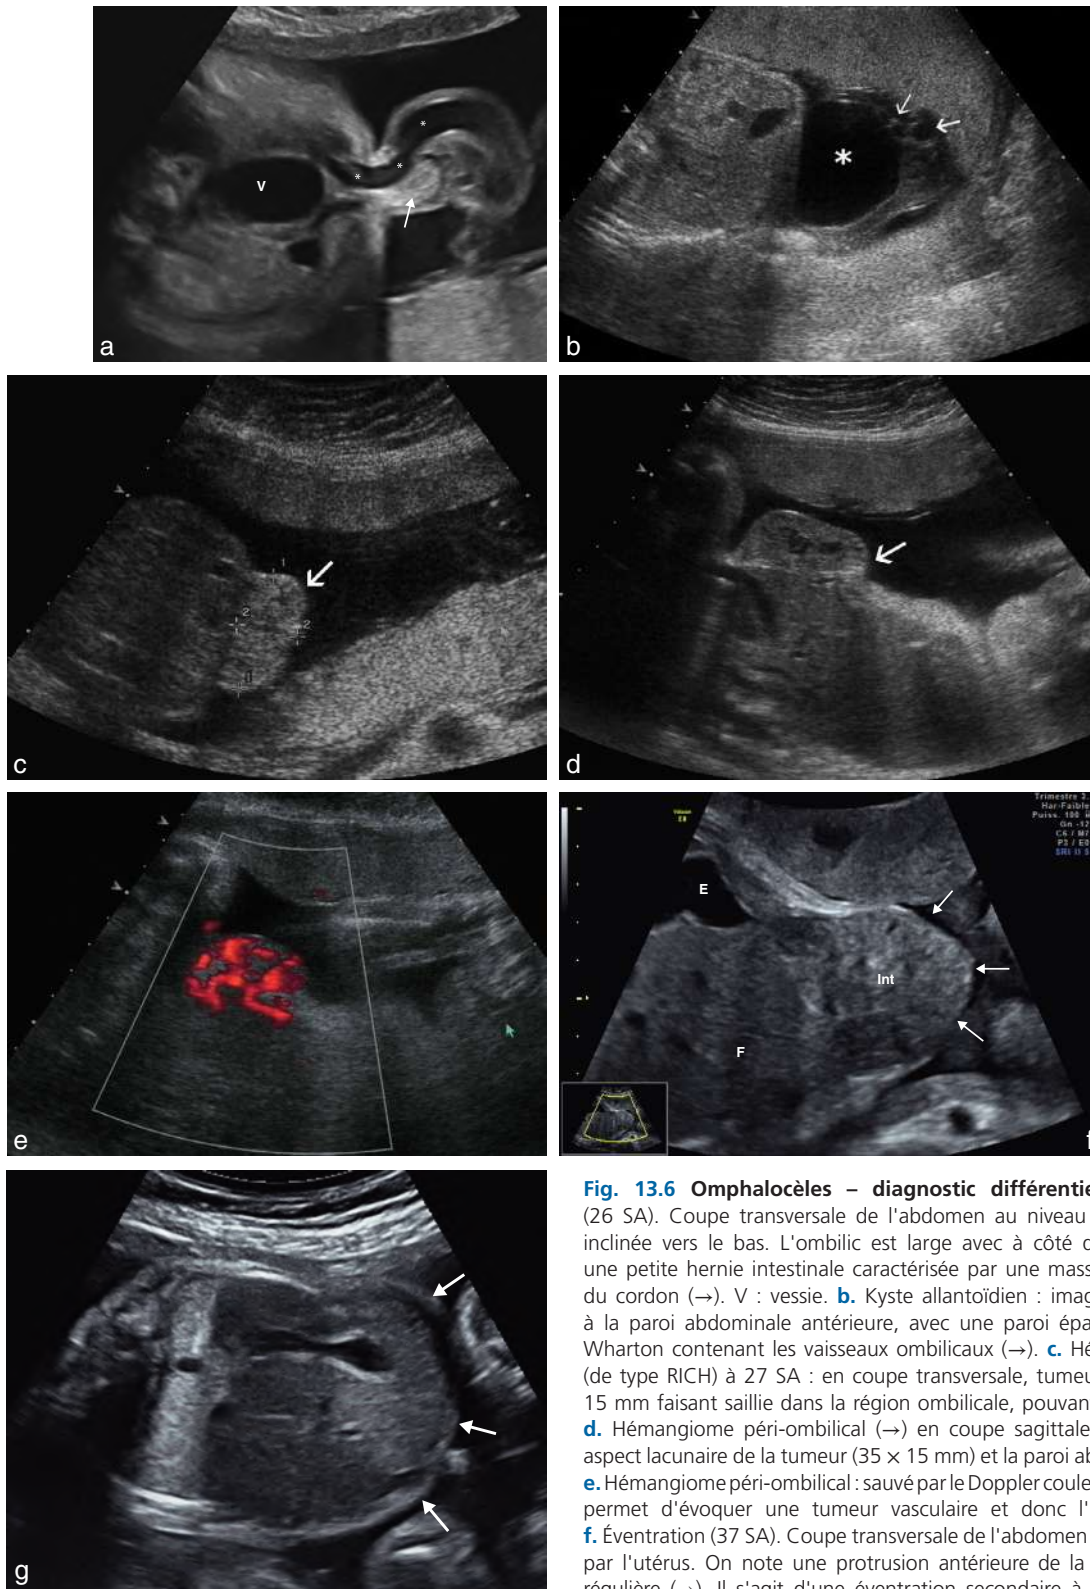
Omphalocèles – diagnostic différentiel. a. Hernie ombilicale (26 SA). Coupe transversale de l'abdomen au niveau de l'ombilic, légèrement inclinée vers le bas. L'ombilic est large avec à côté de la veine ombilicale (*) une petite hernie intestinale caractérisée par une masse échogène dans le pied du cordon (→). V : vessie. b. Kyste allantoïdien : image liquidienne (*) accolée à la paroi abdominale antérieure, avec une paroi épaisse formée de gelée de Wharton contenant les vaisseaux ombilicaux (→). c. Hémangiome péri-ombilical (de type RICH) à 27 SA : en coupe transversale, tumeur échogène (→) de 25 x 15 mm faisant saillie dans la région ombilicale, pouvant évoquer une célosomie. d. Hémangiome péri-ombilical (→) en coupe sagittale, même fœtus qu'en c : aspect lacunaire de la tumeur (35 x 15 mm) et la paroi abdominale semble intacte. e. Hémangiome péri-ombilical : sauvé par le Doppler couleur ! L'hypervascolarisation permet d'évoquer une tumeur vasculaire et donc l'hémangiome congénital. f. Événtration (37 SA). Coupe transversale de l'abdomen fœtal. Celui-ci est modelé par l'utérus. On note une protrusion antérieure de la paroi abdominale fine et régulière (→). Il s'agit d'une événtration secondaire à un gros kyste abdominal persistant au début du 2^e trimestre (sans diagnostic étiologique précis) et affaissé par ponction vers 18 SA. Un défaut de développement musculo-aponévrotique abdominal n'a pas pu être évité. E : estomac ; F : foie ; Int : intestin. g. Faux aspect d'omphalocèle (28 SA). Cette coupe transversale de l'abdomen est un peu trop oblique et le modelage de l'abdomen par l'utérus et les membres du fœtus crée un faux aspect d'omphalocèle. On note que la paroi de l'abdomen (→) est d'épaisseur habituelle, ce qui est en faveur de sa structure normale.
